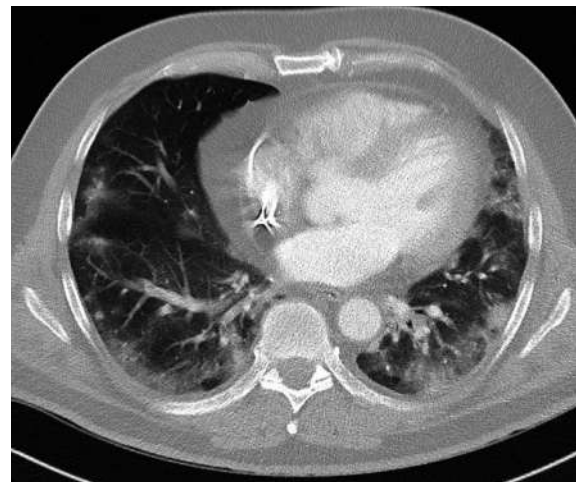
Pneumonitis unter Nivolumab mit bilateralen Infiltraten in der Thorax-Computertomographie.
